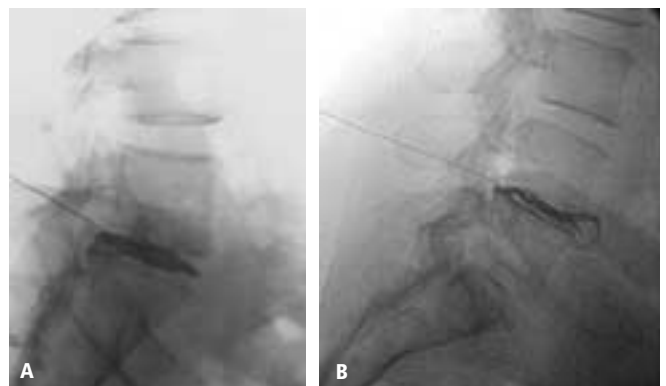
IRM en T2 pesado observándose L4-L5 con degeneración discal, protrusión dorsal y pequeño foco hiperintenso de tejido de granulación. L5-S1 degeneración discal con herniación discal. Figura No. 5b, reconstrucción sagital de discografía TC, L4-L5 extrusión discal con fuga de contraste subligamentaria, L5-S1 degeneración discal con herniación ventral. Figura No. 5c y 5d, discografía proyección lateral, L4-L5 protrusión discal con fuga de contraste subligamentaria. L5-S1 degeneración discal con herniación ventral. Figura No. 5e, IRM axial en T1, L4-L5 abombamiento posterolateral derecho. Figura No. 5f, discografía TC axial, L4-L5 extrusión discal posterior y desgarro circunferencial posterior derecho. Figura No. 8G, discografía CT axial, L5-S1 degeneración o disrupción discal con múltiples fisuras radiales grado 3 en más de 30°.
